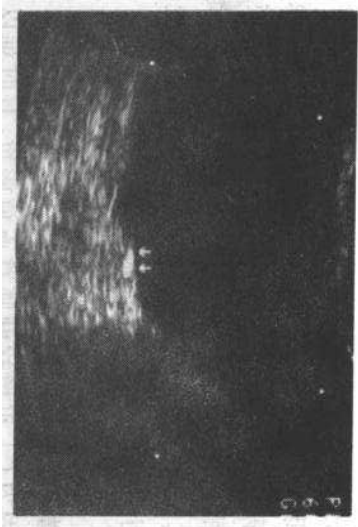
左侧腹疼痛病人膀胱水平横断面超声图像,于左输尿管膀胱入口处可见一小结石影
